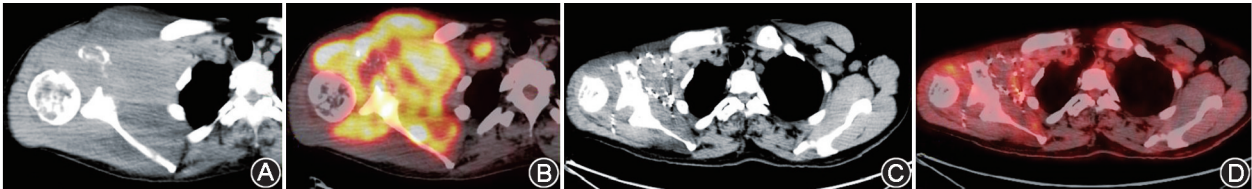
右肩部癌肉瘤术后复发患者(男,50 岁)¹²⁵I 粒子植入前后 PET/CT 图像。A,B.术前 PET/CT 评估患者右肩部肿块包绕右侧锁骨、肩胛骨及右肱骨头,相应骨质破坏,相邻肌肉受累,无法手术切除,局部进行 2 次放射性¹²⁵I 粒子植入术,共植入 230 枚(29.6~37.0 MBq)¹²⁵I 粒子,术后 90%大体肿瘤体积所接受的剂量(D_{90})达 89.2 Gy,粒子植入术后联合全身化疗;C,D.¹²⁵I 粒子植入术后 6 个月,肿瘤长径由 15.3 cm 减小至 8.6 cm,术后疼痛评分由 7 分降至 2 分;PET/CT 提示右肩部大片高代谢区域较前代谢范围明显减低,呈零星稍高代谢区域,疗效评价近完全缓解(CR)
